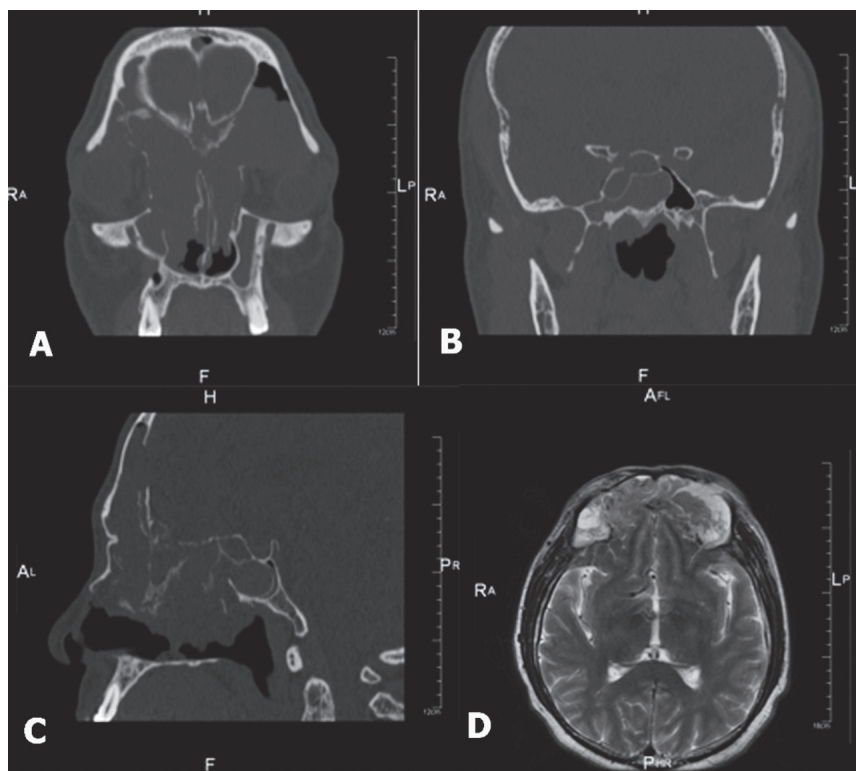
TC coronal de los senos paranasales. Revela un importante velamiento en todos los senos paranasales, ocasionado por una masa que se expande hacia la base del cráneo y las paredes orbitarias, ocasionando una seria alteración de la arquitectura rinosinusal, con desplazamiento lateral de las paredes mediales de ambas órbitas. Son evidentes las áreas de borramiento y engrosamiento óseo focal (hiperostosis) en las paredes orbitarias de ambos lados y en la base anterior del cráneo. Igualmente se observa una invasión evidente de la lesión desde el seno frontal izquierdo hacia la cavidad orbitaria, que ocasiona un notable desplazamiento hacia afuera y hacia abajo del globo ocular correspondiente. Figura 2B. TC coronal. Se observa velamiento significativo del seno esfenoidal, con borramiento de la pared látero-superior. Figura 2C. TC sagital. Muestra opacificación completa del seno frontal, las celdillas etmoidales y el seno esfenoidal; es notorio un defecto extenso de la pared posterior del seno frontal, con marcada distorsión y áreas de engrosamiento de la pared ósea (hiperostosis focal) del área naso-frontal. Figura 2D. RM axial T2weighted. Muestra una masa sólida en el seno frontal, con extensión intracraneal, que ejerce efecto de masa en ambos lóbulos frontales cerebrales, sin infiltrarlos; en el interior de dicha masa se evidencian cambios de señal de aspecto contorneado (estrías hipointensas e hiperintensas)
